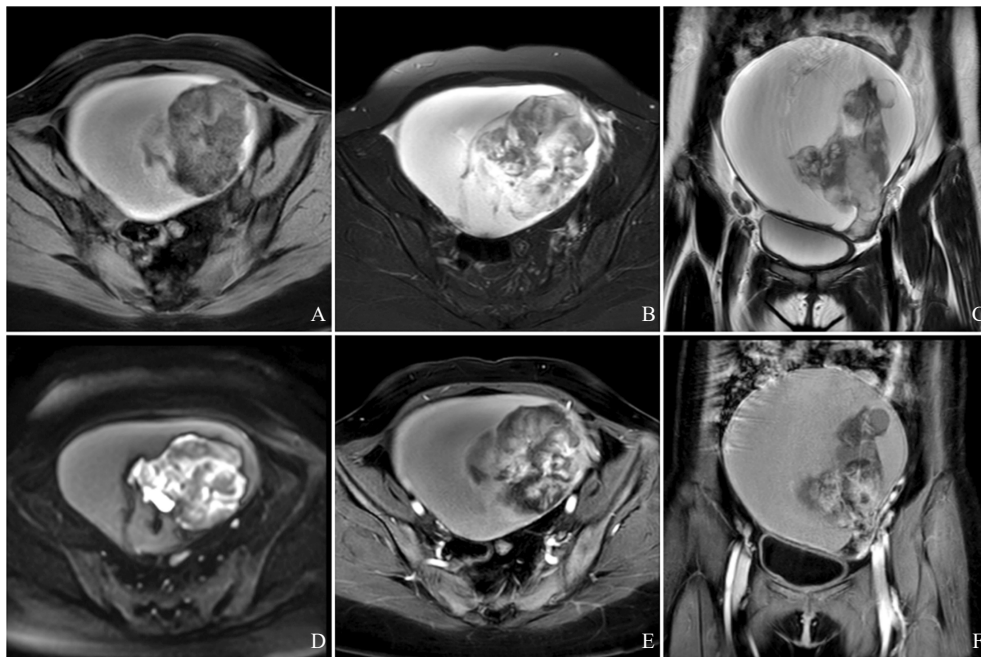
典型病例2 (患者, 女性, 27岁, 左侧卵巢透明细胞癌, 起源于内膜样囊肿) MRI 图像
